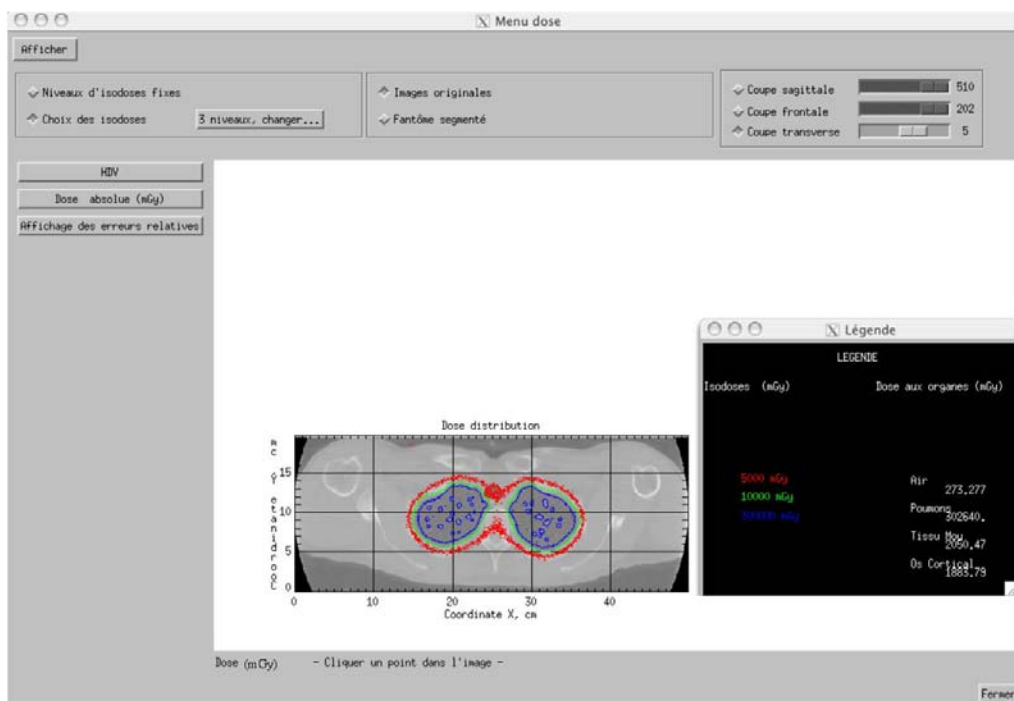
Fenêtre d'affichage de la distribution spatiale de dose sous forme d'isodoses superposées aux images anatomiques CT initiales.
